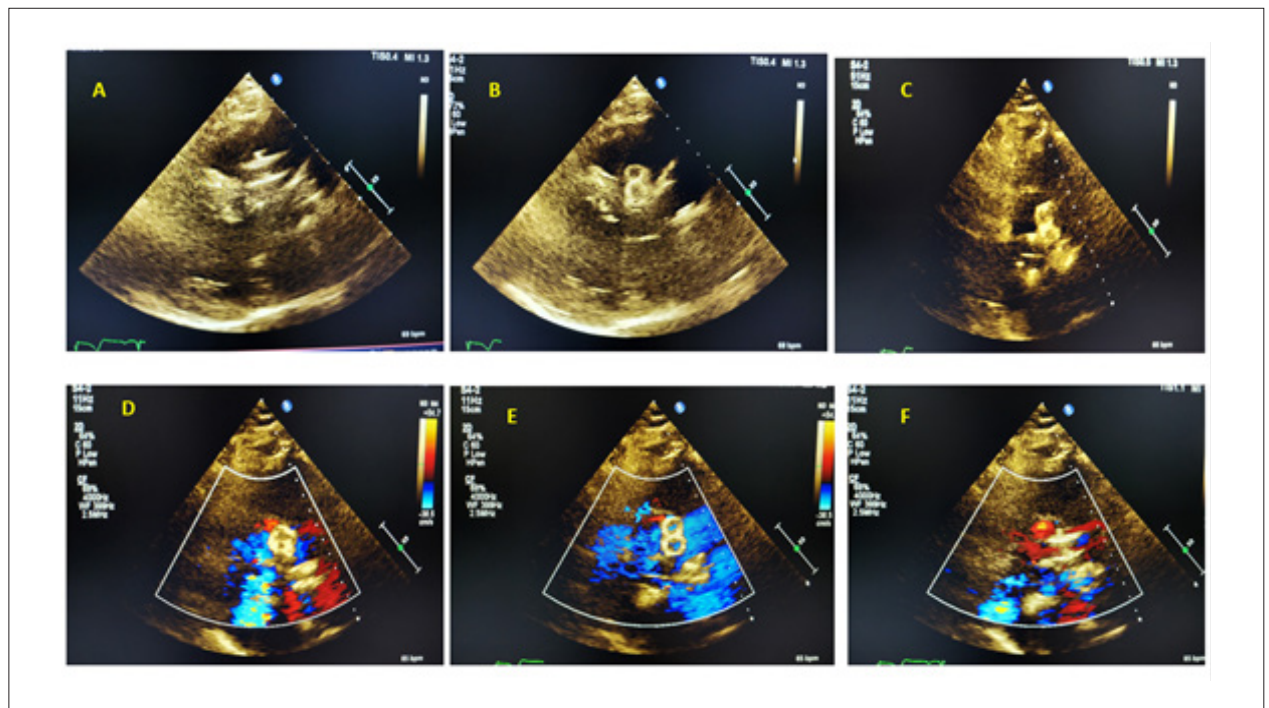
ECO TT em janela paraesternal. Os quadros A, B e C mostram duas imagens móveis e independentes, posicionadas anteriormente ao VE e à válvula aórtica. Os quadros D, E e F mostram imagens sugestivas de próteses Amplatzer®, realçadas pela aplicação do efeito do Doppler colorido.
